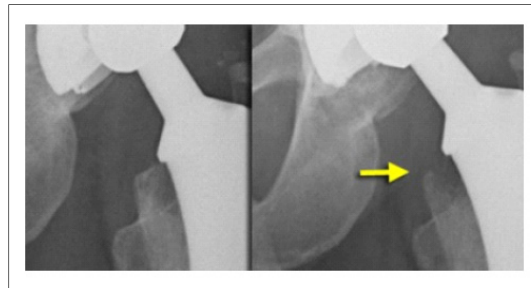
Radiographies d'un os sans *stress shielding* (gauche) et avec *stress shielding* (droite).
